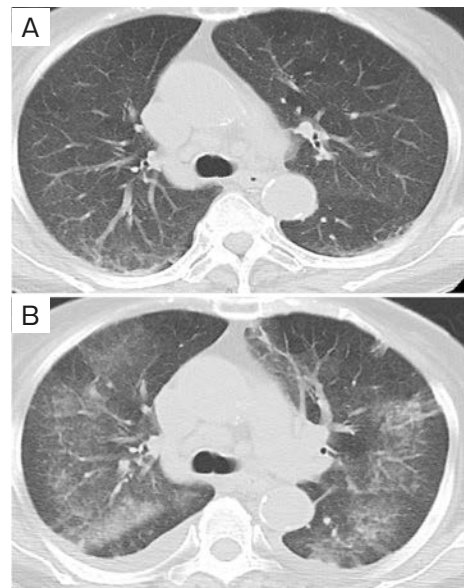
Chest computed tomography (CT) findings. (A) Chest CT on admission showed very slight ground-glass opacification in both lung fields. (B) Chest CT on exacerbation showed that the diffuse ground-glass opacification had exacerbated in both lung fields.
